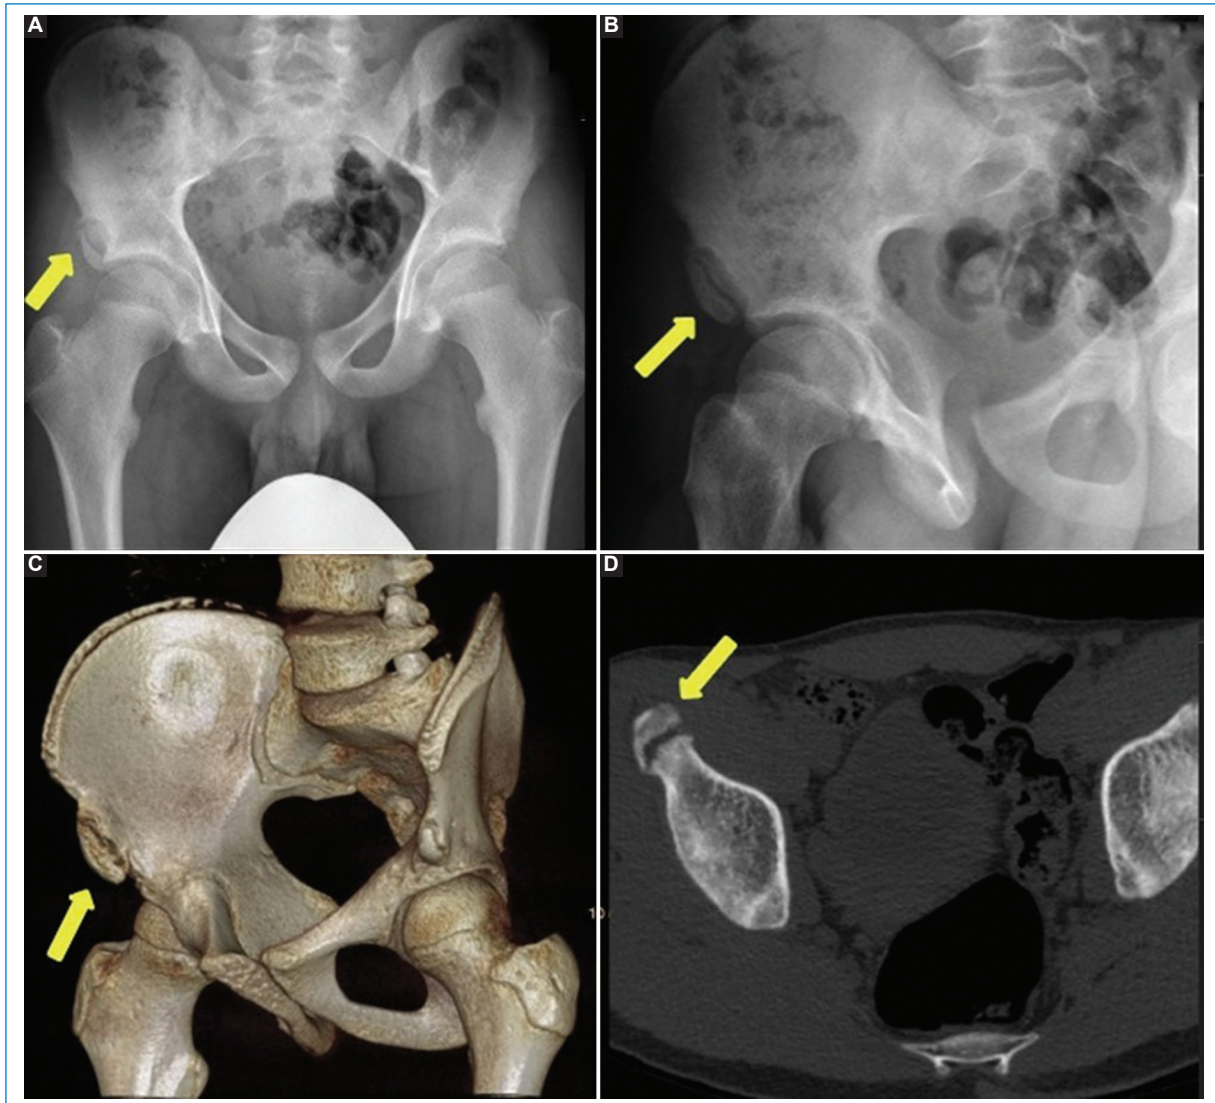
Paciente de 14 años. Se muestra avulsión de la espina ilíaca anteroinferior derecha (flechas). (A) Rx anteroposterior, (B) oblicua, (C) reconstrucción 3D y (D) corte axial de ventana ósea de TC donde se observa el fragmento avulsionado.
